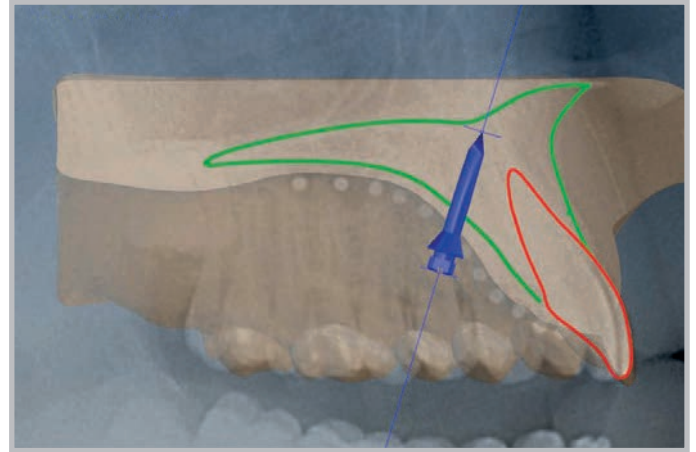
Sovrapposizione fra il modello e la teleradiografia
